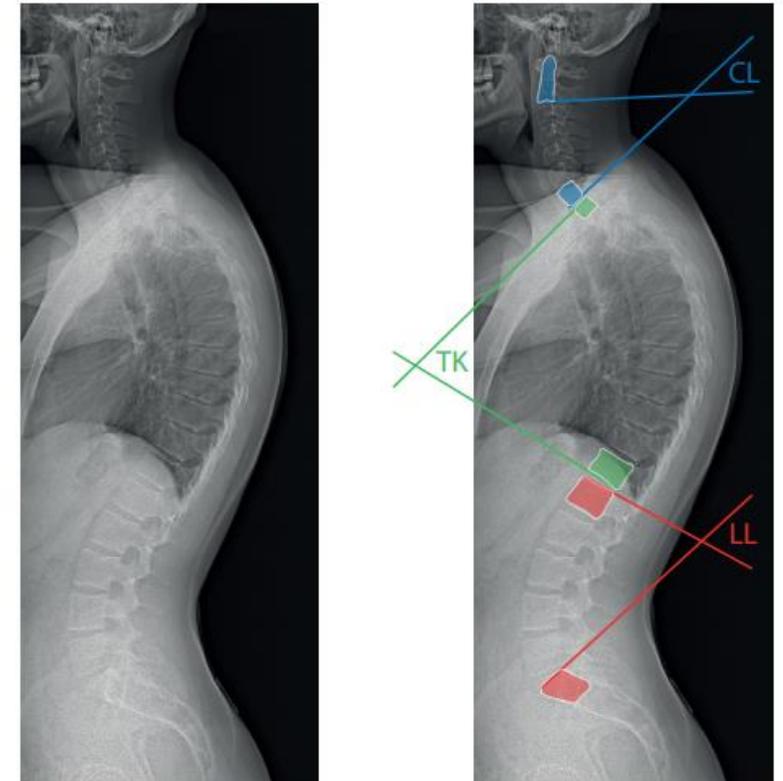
Radiographie de profil full spine.
